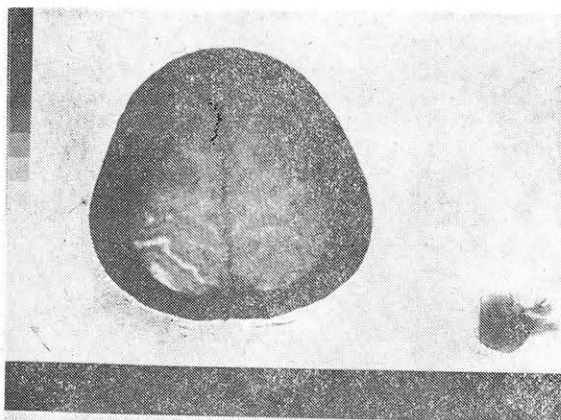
Томограмма головного мозга больного Г., 49 лет. Опухоль правого полушария мозга со смещением желудочковой системы влево (масс-эффект).
